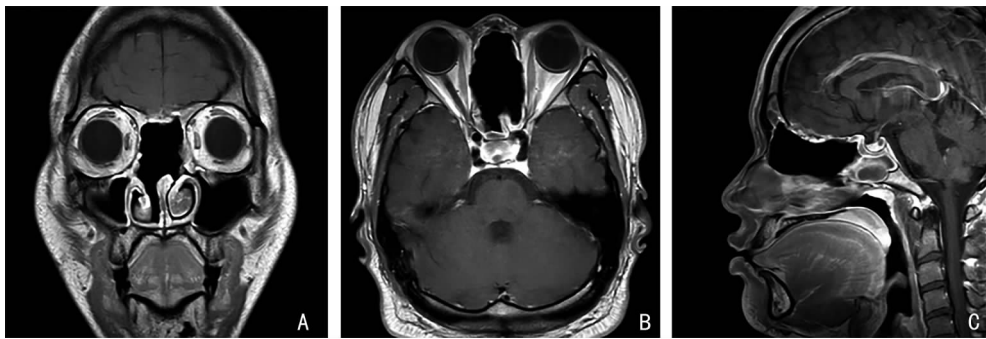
嗅神经母细胞瘤术后复查 MRI T1 加权像可见从额窦后壁到蝶骨平台,向两侧到眶壁的术腔,未见肿瘤复发、残留,修补组织愈合好,前颅底骨质缺损处脑组织无疝出 A:冠状位;B:水平位;C:矢状位
